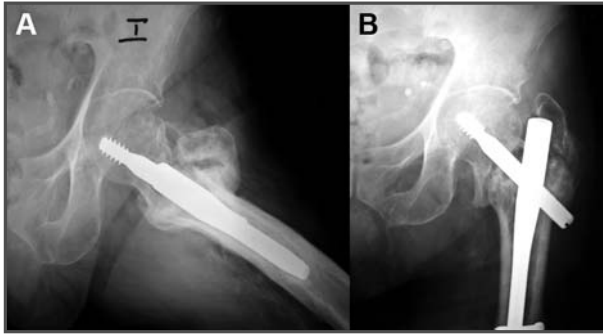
Radiografías simples axial (A) y anteroposterior (B) en las que se aprecia una imagen compatible con la falta de consolidación de una antigua fractura.
